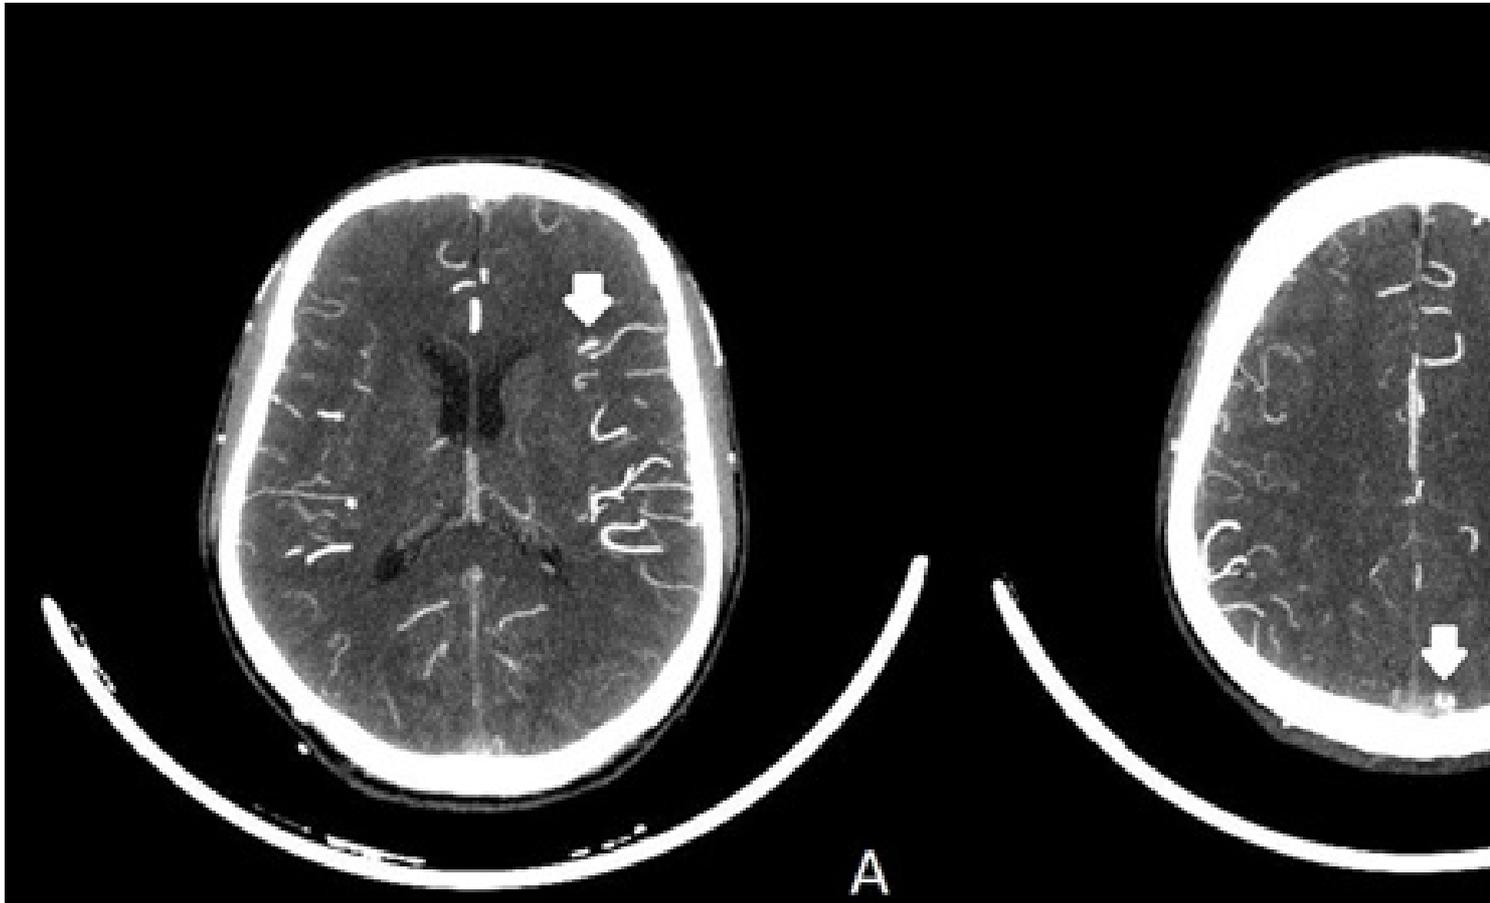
Angiotomografia computadorizada de crânio, visão axial (A e B) exibindo pequenas proliferações periféricas anômalas no giro frontal inferior e cúneo do lado esquerdo.
